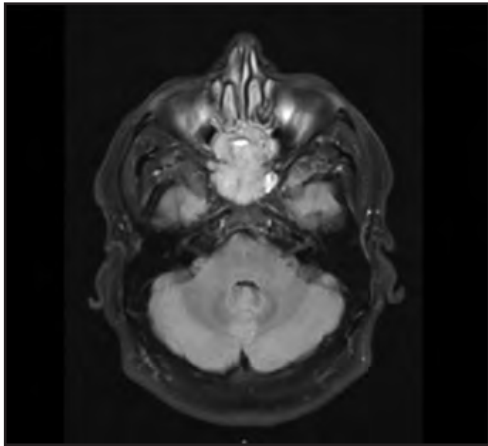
RM en T1 donde se observa masa nasosinusal de aspecto agresivo, originada a nivel etmoidal con extensión a cuerpo del esfenoides. La imagen corresponde al caso número cuatro.
